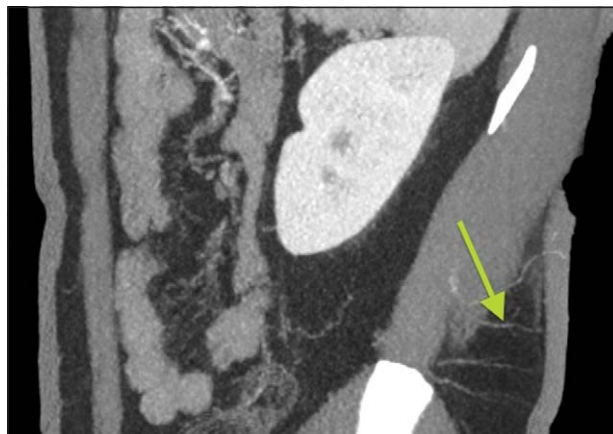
Снимок компьютерной томографии с ангиографией; стрелкой отмечена люмбальная артерия и её перфоранты, выходящие в покровные ткани
